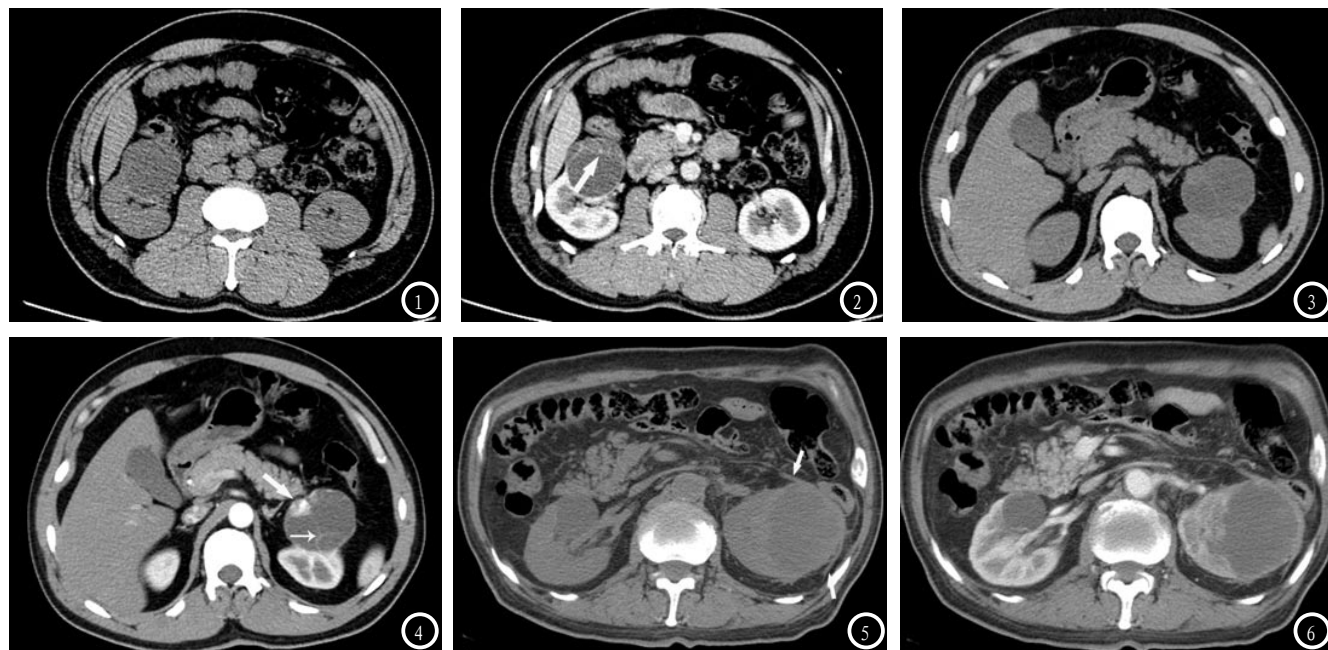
右肾多房囊性肾癌。图1CT平扫右肾囊性肿物, 囊内呈均匀低密度; 图2增强扫描示囊壁厚薄而均匀, 分隔少略毛糙, 增强后见小结节状强化(箭头)。图3-4 左肾多房囊性肾癌。图3CT平扫左肾囊性肿物, 囊内密度略不均匀; 图4增强扫描囊壁均匀, 囊内可见均匀增厚分隔(细箭头)及明显强化软组织结节(箭头)。图5-6 左肾透明细胞癌。图5CT平扫左肾囊性肿物, 呈单房, 囊壁厚薄不均匀, 部分呈结节状, 肾前筋膜及肾后筋膜增厚(箭头); 图6增强扫描囊壁显示更加清晰。
